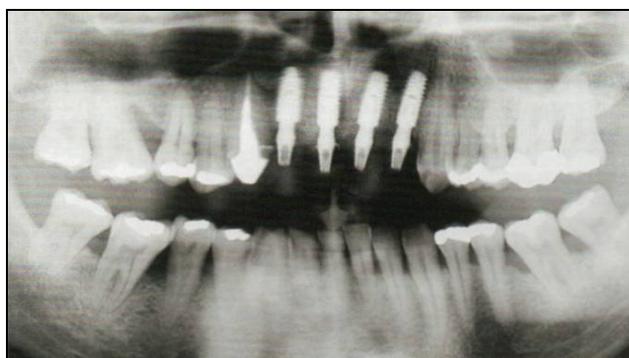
Radiografia panorâmica mostrando implantes instalados 1,5 mm abaixo da crista óssea
